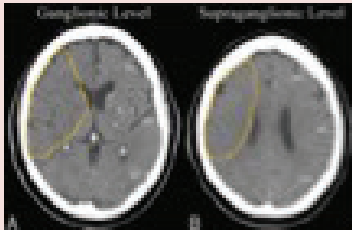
• O score ASPECT valoriza imagiologicamente 10 zonas (núcleo caudado (C), núcleo lentiforme (L), cápsula interna (IC), córtex insular (I), M1, M2, M3, M4, M5 e M6). Cada zona alterada desconta 1 ponto aos 10 iniciais. Quando menor o score (maior área afetada) menor a probabilidade de beneficiar de tratamento endovascular.
